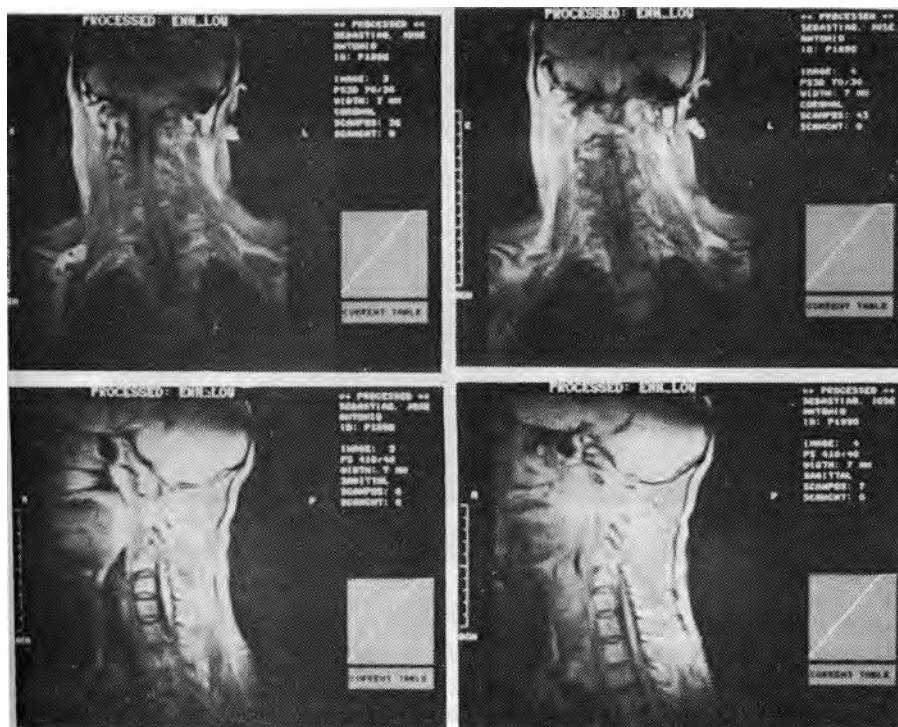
Caso 1, JAS. Ressonância nuclear magnética (explicação no texto).
